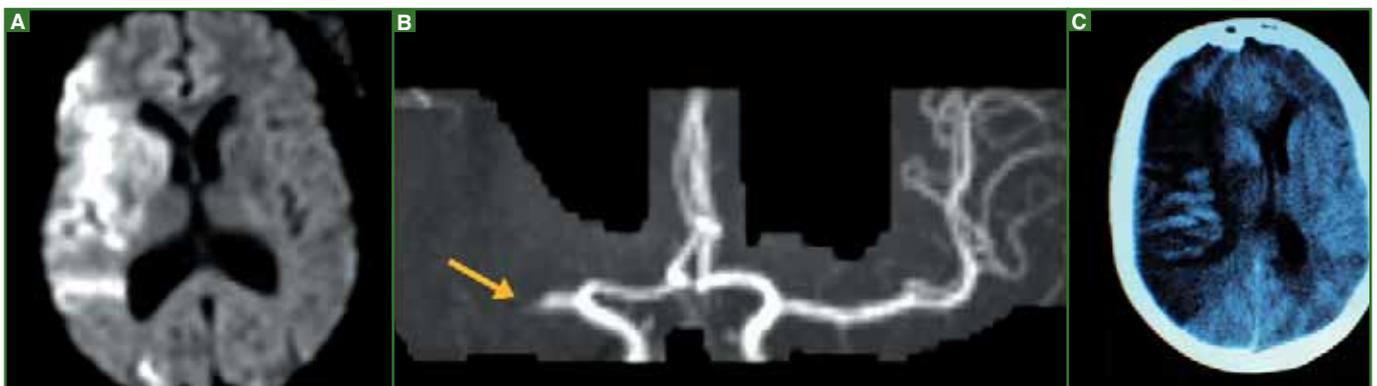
Hémiplégie gauche massive et anosognosie. A : IRM de diffusion : infarctus sylvien droit. B : ARM : occlusion de l'artère cérébrale moyenne droite. C : Bilan étiologique : fibrillation auriculaire non valvulaire. Traitement : aspirine et HBPM en prévention de phlébite. Scanner à J3 : infarctus sylvien œdémateux et hémorragique. L'initiation du traitement par AVK est différée de plusieurs jours.
